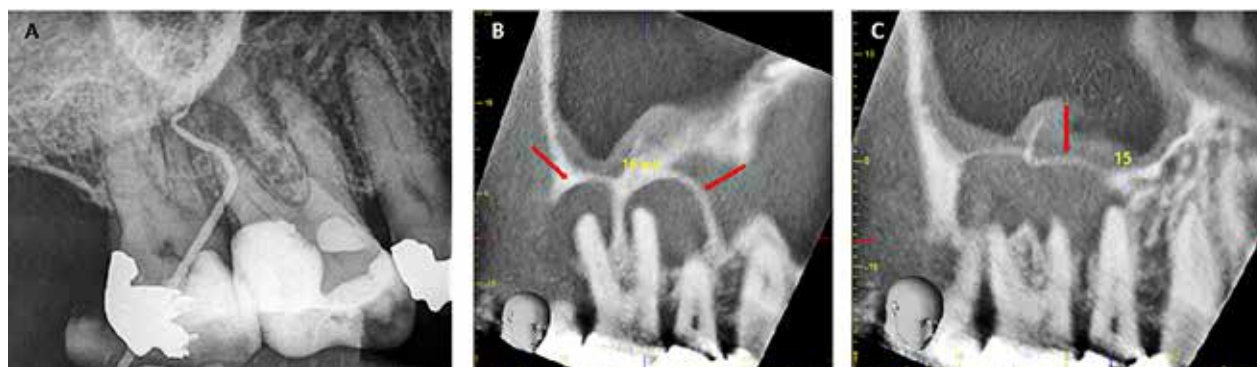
Den apikale diagnostik regio 7+ til 5+ var usikker efter periapikal røntgenoptagelse og fistulografi (A). CBCT giver flere detaljer og bekræfter tilstedeværelse af apikal parodontitis fra anden præemolar til anden molar (B og C).
